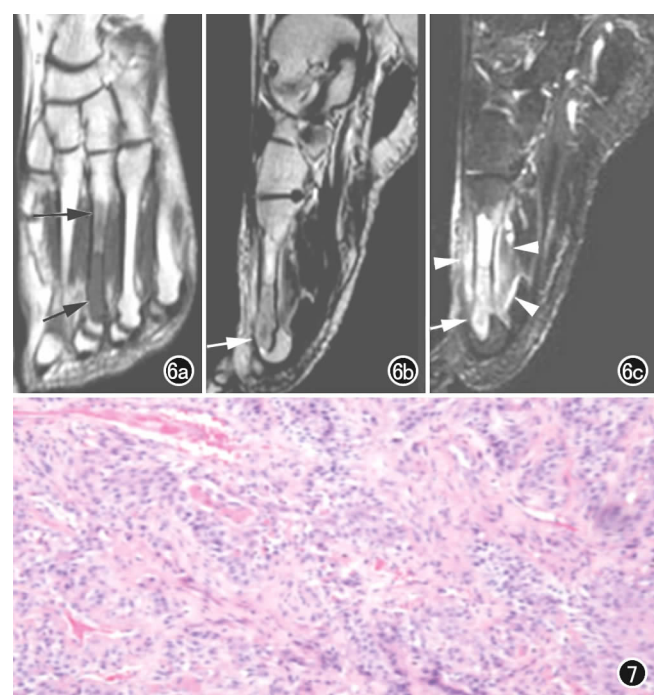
肺癌转移至第3跖骨,X线摄片为阴性。a) T_1 WI 示跖骨皮质尚完整,骨髓腔信号降低(箭); b) T_2 WI 示骨髓腔内呈高或稍高信号(箭); c) STIR 示骨髓腔内信号未被抑制反而升高(箭),在跖骨周围软组织亦见长 T_2 异常信号(箭头)。
